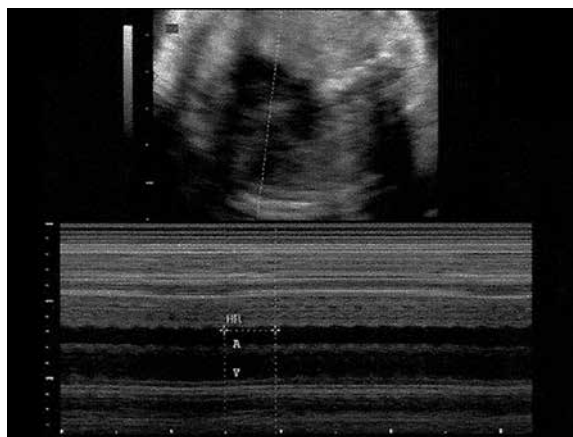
Ecocardiograma fetal. Frequência auricular 257 bpm, com raras extrassístoles supraventriculares. Fonte: Ultrassonografia da paciente descrita neste relato de caso.
